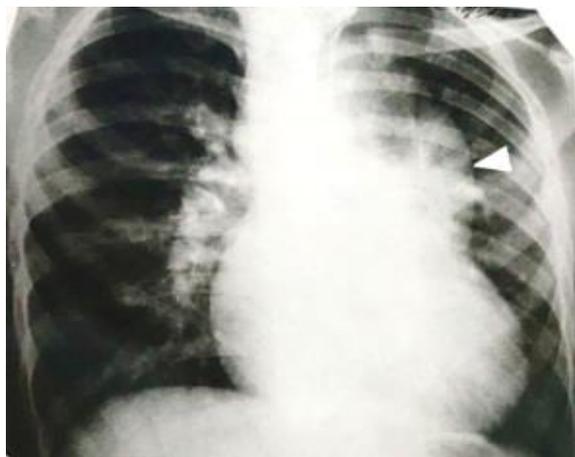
а. Рентгенограмма грудной клетки больного Н, 9 лет, с характерным симптомом «восьмерки» или «снежной бабы».
